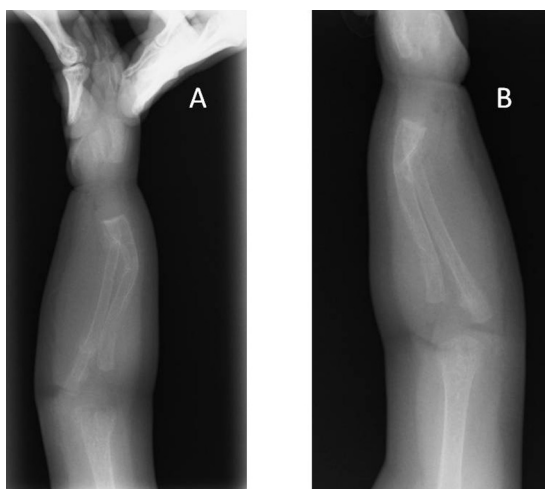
症例1 スクリーニングの両側前腕骨単純X線側面像
